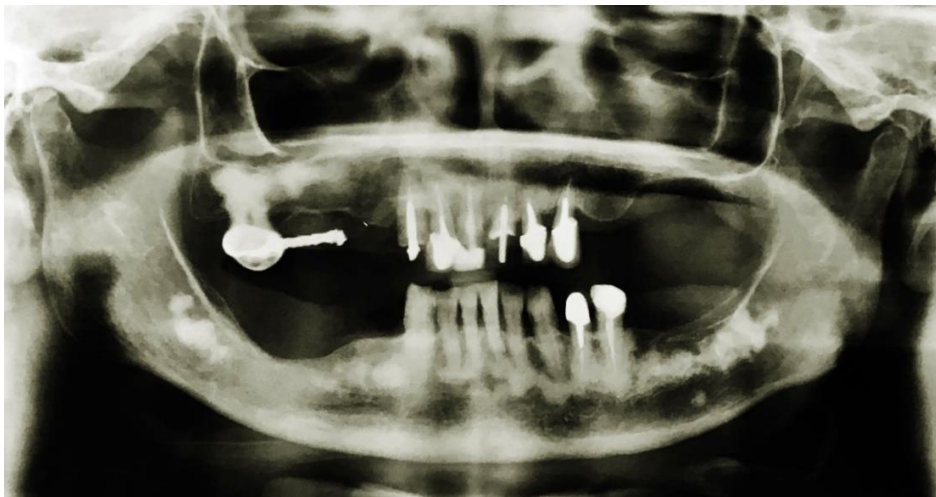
Radiografia panorâmica de displasia cemento-óssea - fase radiopaca.
